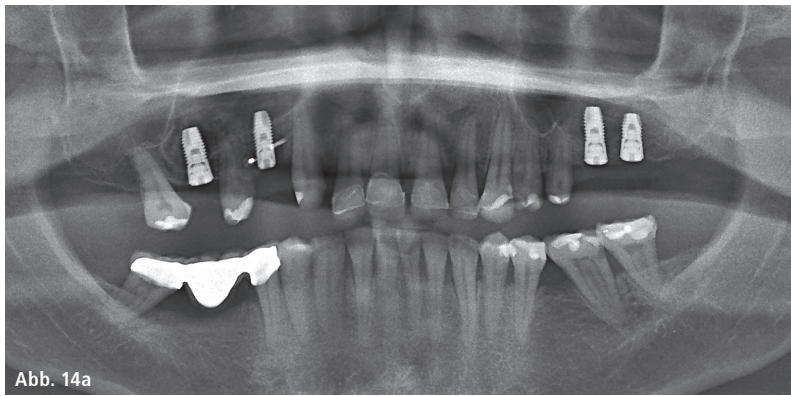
Postoperative Röntgenkontrolle am OPG sowie am Einzelbild Region 14.
